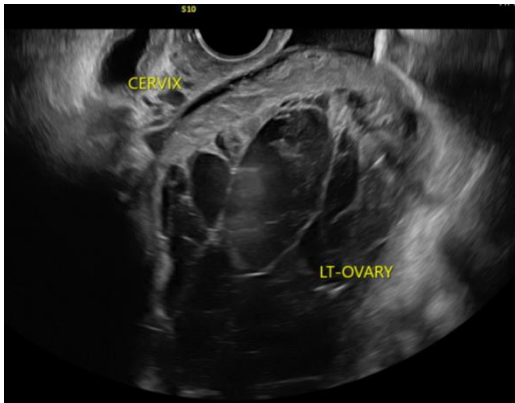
Ecografía transvaginal.
